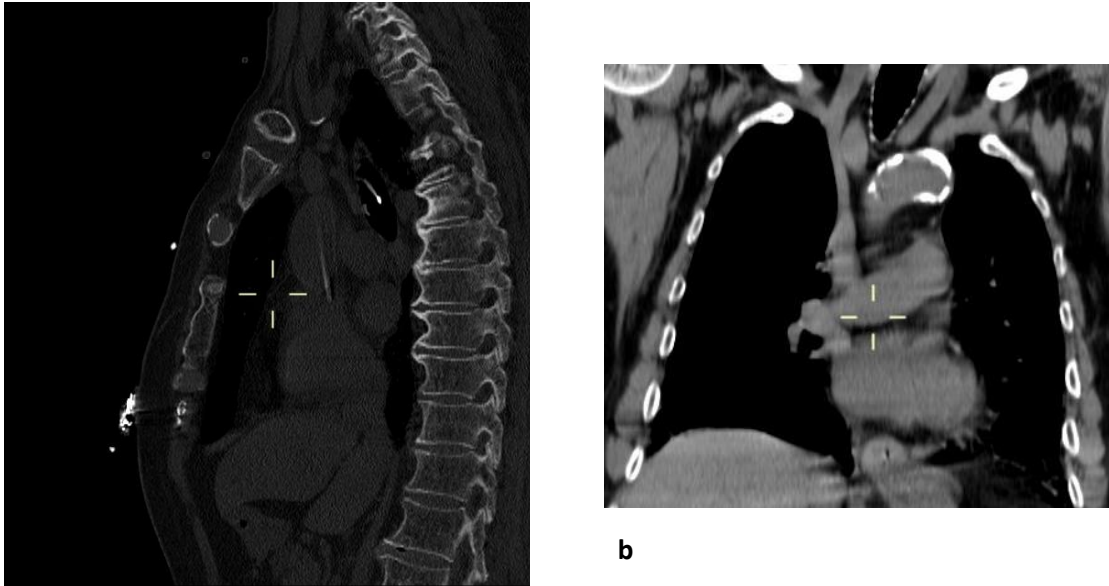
a) Reconstrucción sagital de tomografía de tórax en ventana ósea donde se muestra la formación de osteofitos marginales en cuerpos vertebrales. B) Reconstrucción coronal de tomografía de tórax en ventana para mediastino donde se muestran placas ateromatosas calcificadas en vasos supraórticos. Imágenes tomadas del Hospital Juárez de México.
